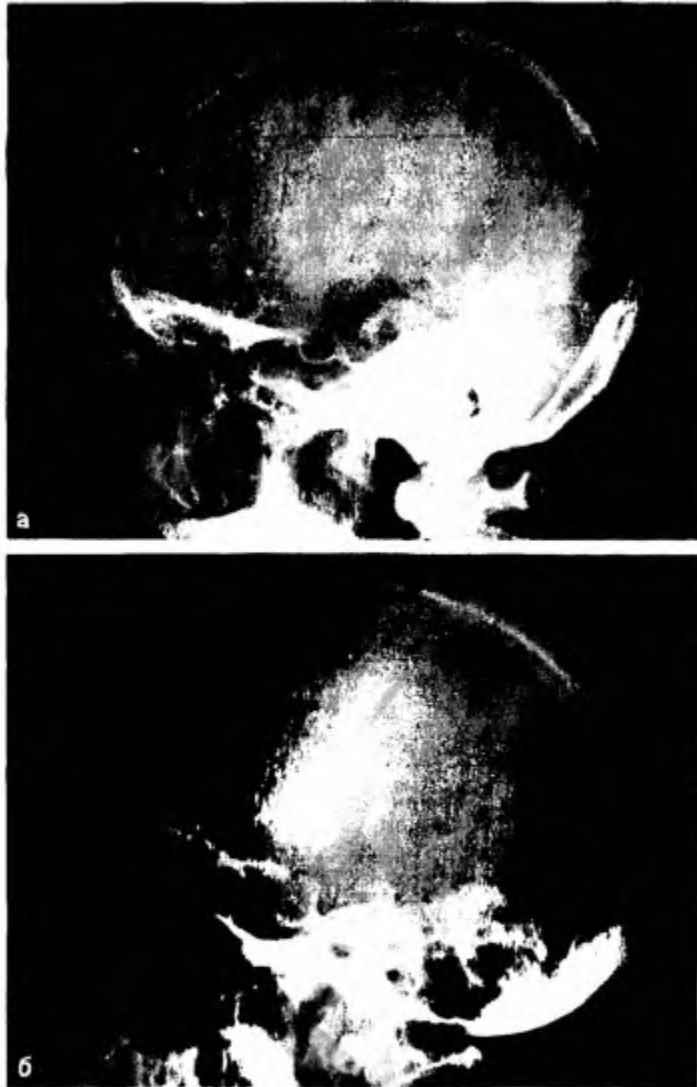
Рентгенограмма черепа.
